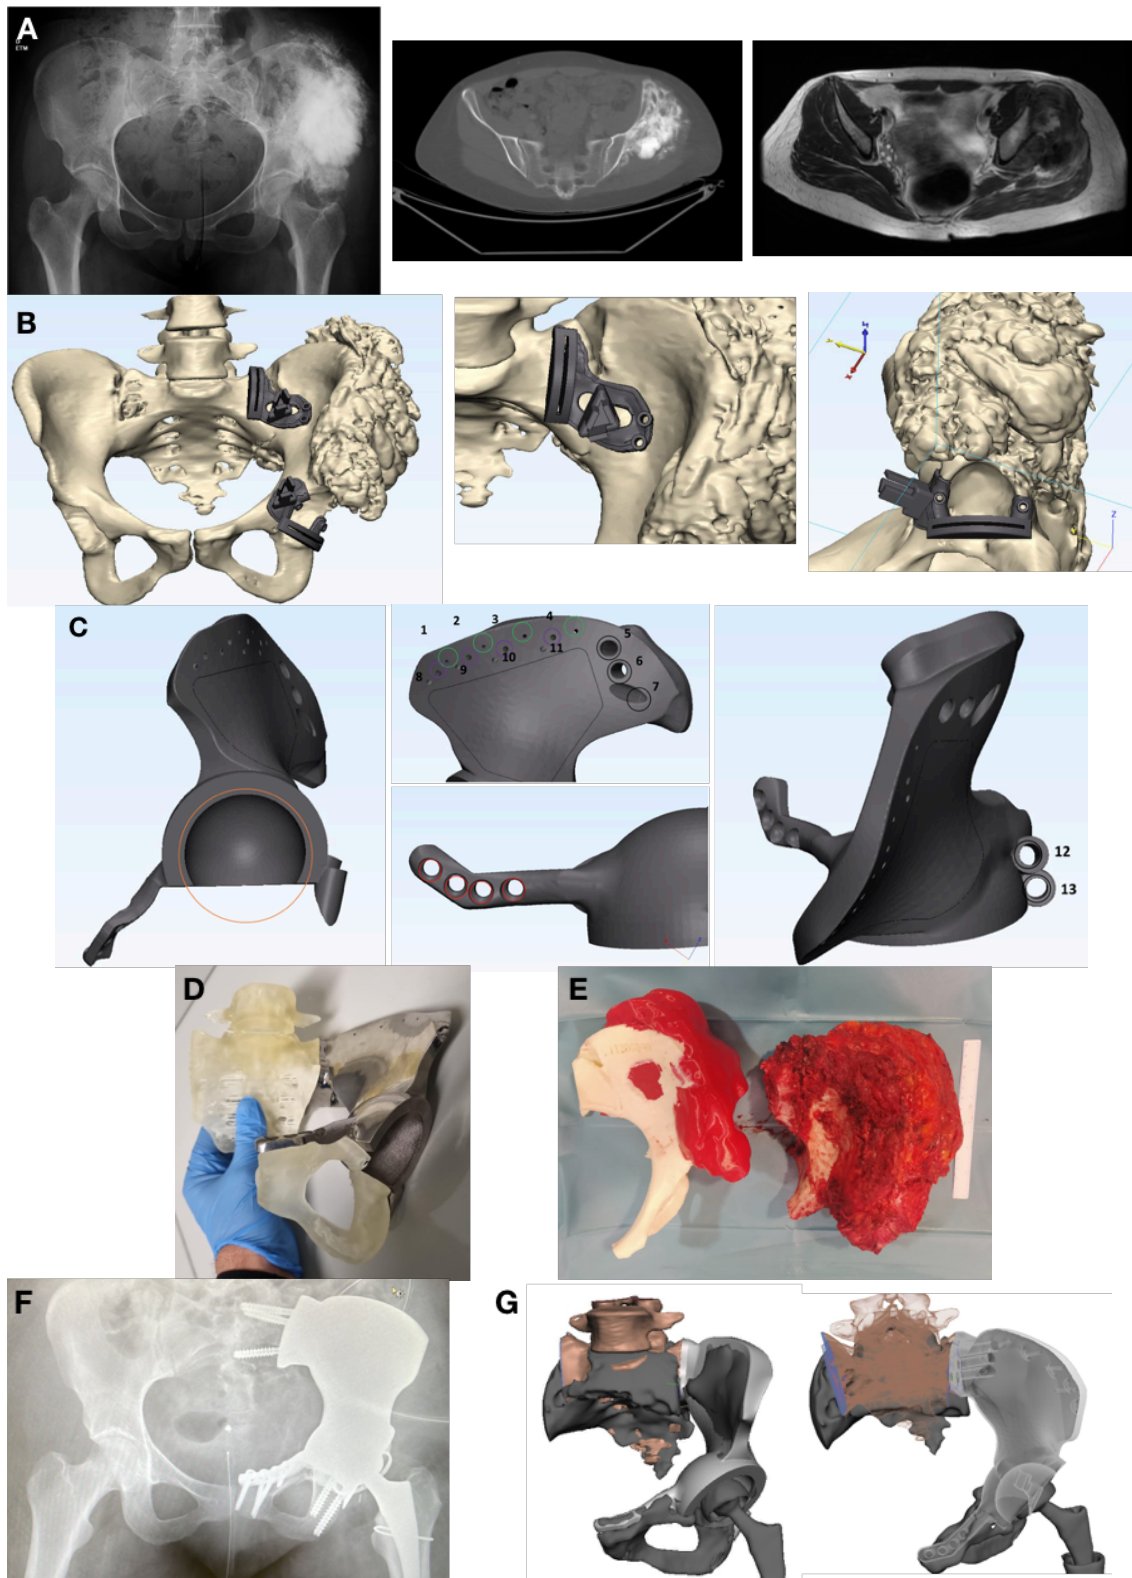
Paciente de 27 años con diagnóstico de osteosarcoma pélvico intervenida en nuestro centro tras realización de PCPE e implante a medida en el propio hospital. A: Radiografía simple, TC y RMN de la lesión. B: Obtención de modelo 3D pélvico y diseño de PCPE. C: diseño de prótesis a medida de titanio. D: impresión 3D de implante y prueba con biomodelos. E: resección tumoral y correlación con biomodelo. F: resultado radiológico postoperatorio. G: superposición de planificación virtual con resultado final.
